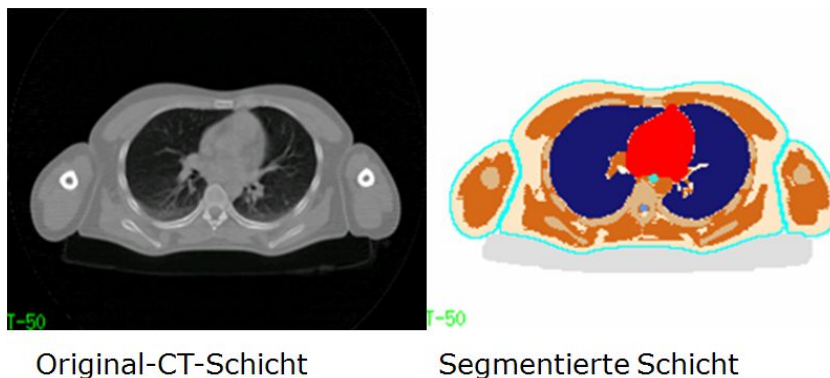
Querschnitt durch den Thorax. Auf der linken Seite ist die originale CT-Schicht, auf der rechten Seite die entsprechende nach Organen segmentierte Schicht dargestellt.
